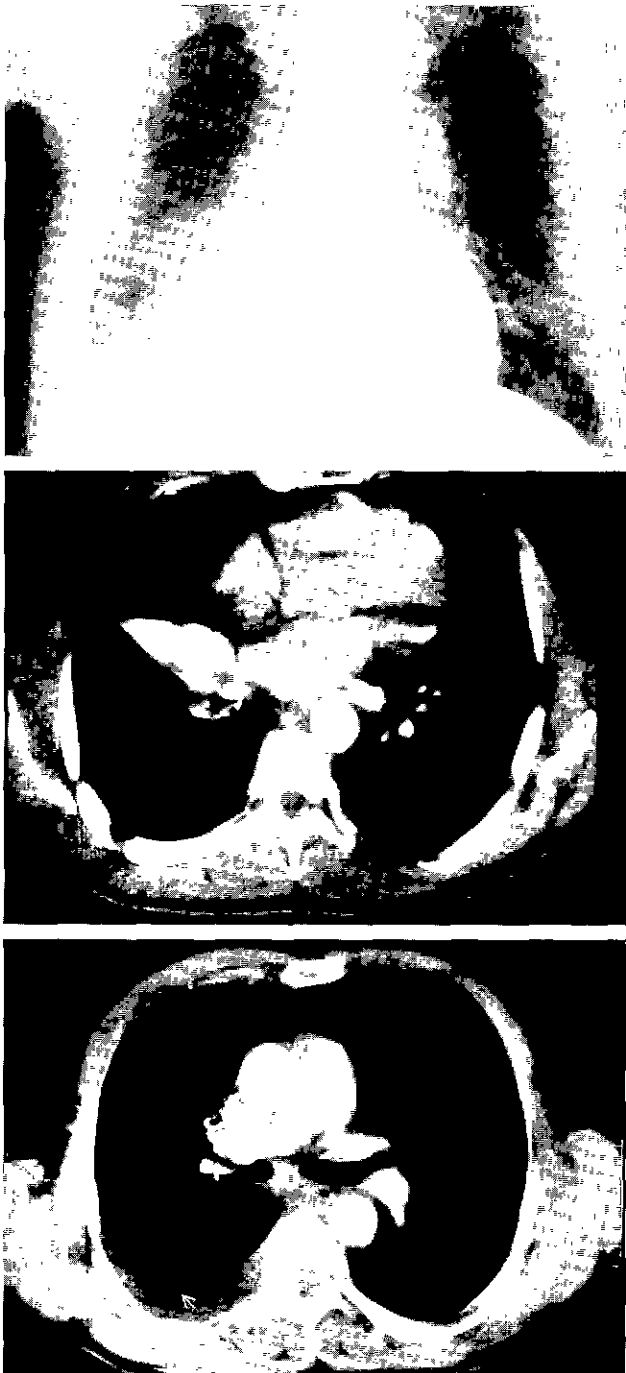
Pre-operative chest PA and CT
